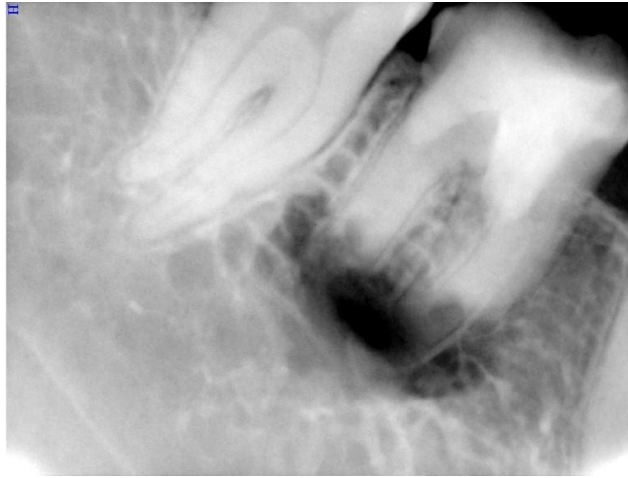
Radiografía donde se observa corte radicular y retropreparación a nivel apical.
